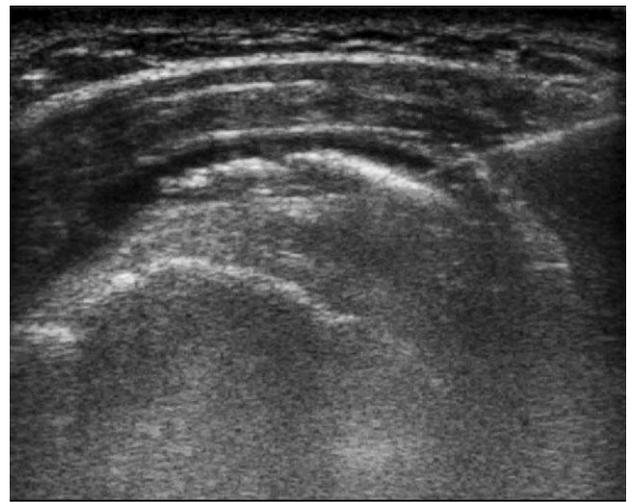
Sonographic finding of hyperechoic calcific lesion with 18-gauge needle.
